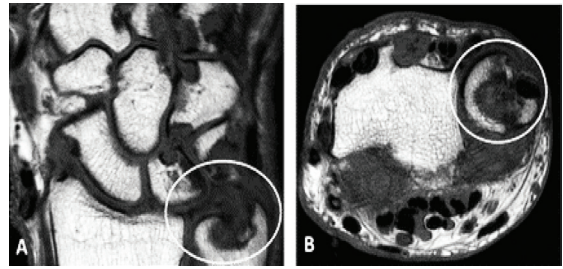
МРТ ознаки ураження ліктьової кістки при подагричному артриті
